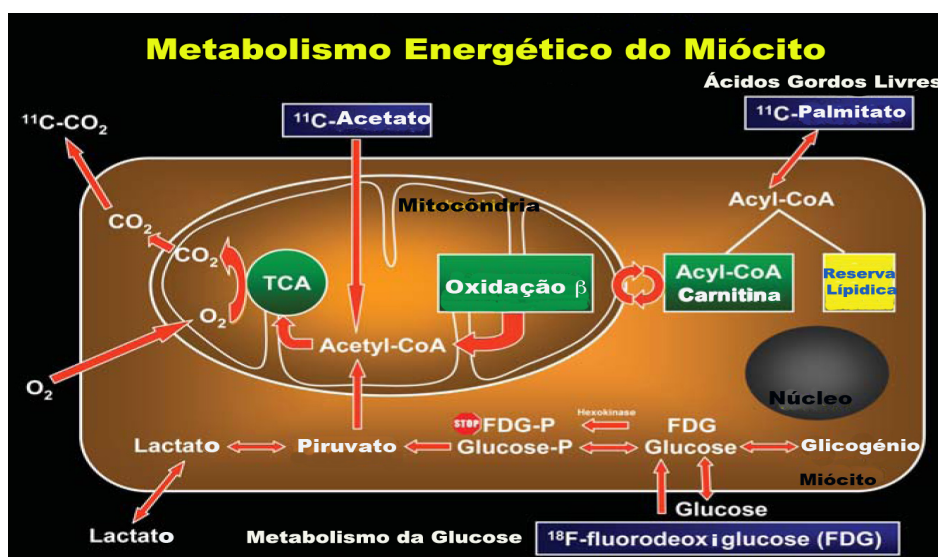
Padrões de utilização de energia pelo miocárdio. TCA: Ciclo do Ácido Tricarboxílico. Caixa azul: Radiomarcadores PET para estudo do metabolismo miocárdico. Adaptado de ⁷⁹.
